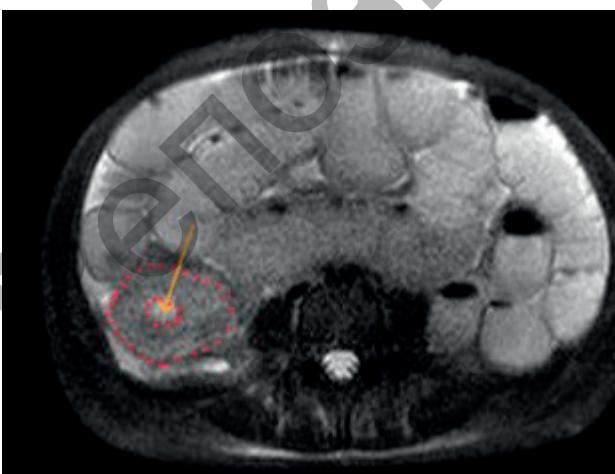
МРТ-изображение утолщенной стенки тонкой кишки (красные маркеры) и суженного просвета внутри (желтая стрелка) (режим T2 ax)
